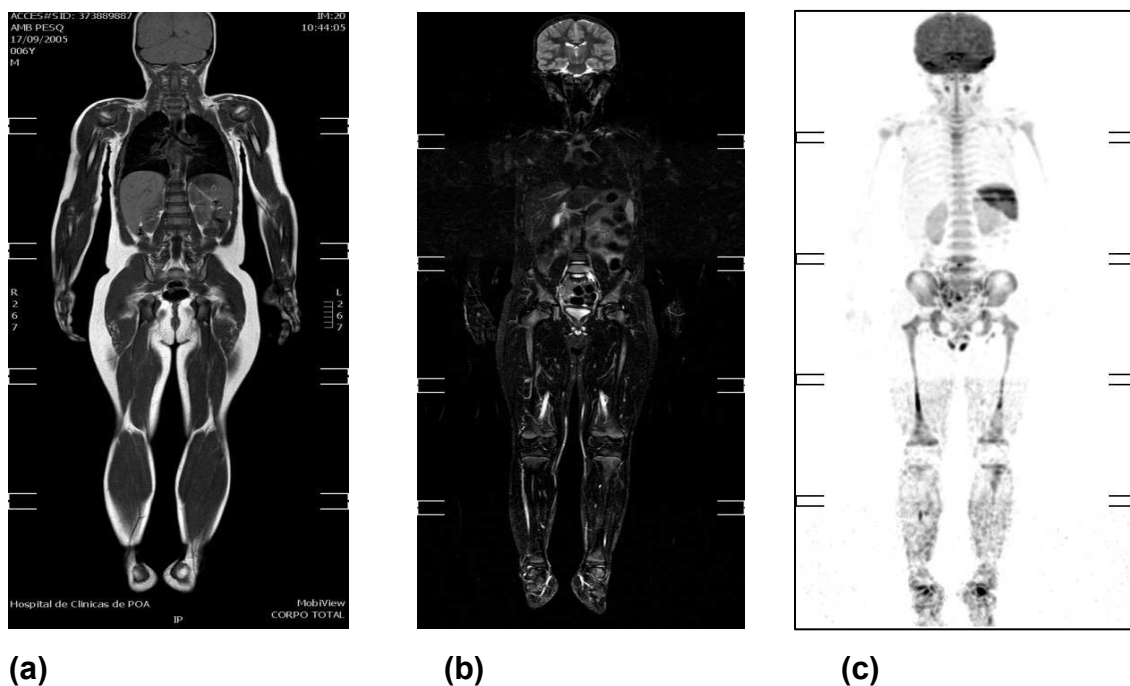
Whole body magnetic resonance imaging of the *TP53* p.R337H homozygous patient. (a) Coronal plane T1 Turbo Spin Echo (TSE) weighted image (b) coronal plane Turbo Short TI Inversion Recovery (STIR) image and (c) coronal plane performed after diffusion-weighted imaging (DWI) on axial plane with further maximum intensity projection (MIP) reconstruction.
